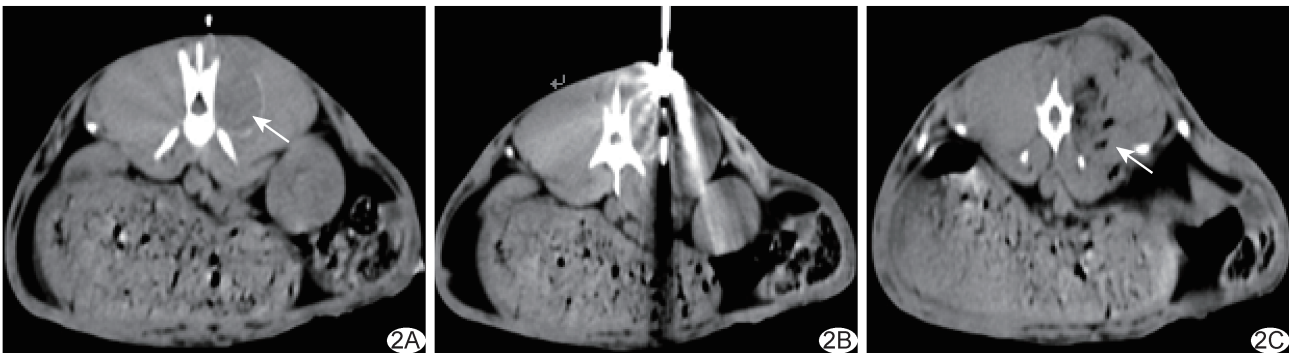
MWA 治疗兔 VX2 椎旁肿瘤 A. 轴位平扫 CT 图示椎旁右侧肿瘤(箭); B. 将 MWA 针刺入靶区; C. 完成消融后复查轴位平扫 CT 图示肿瘤密度减低, 内见气泡形成(箭)
